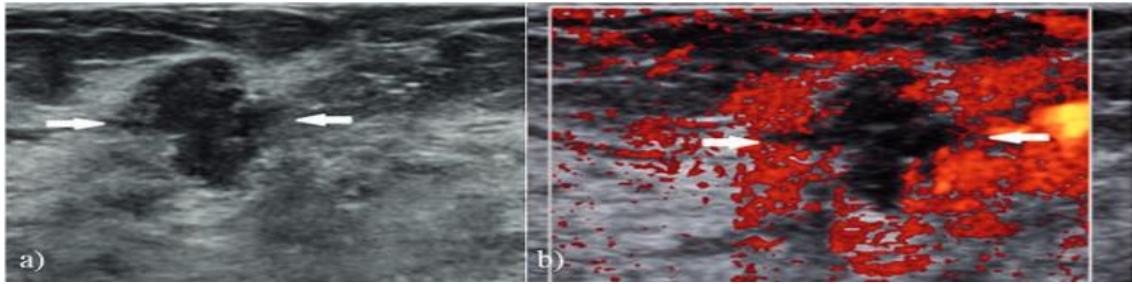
Ejemplo de elastografía mediante el frémito vocal, donde se observa como un fibroadenoma no vibra igual que el resto del tejido. (Imagen extraída de Yildiz, y col. (2014). *The effectiveness of power Doppler vocal fremitus imaging in the diagnosis of breast hamartoma*)
